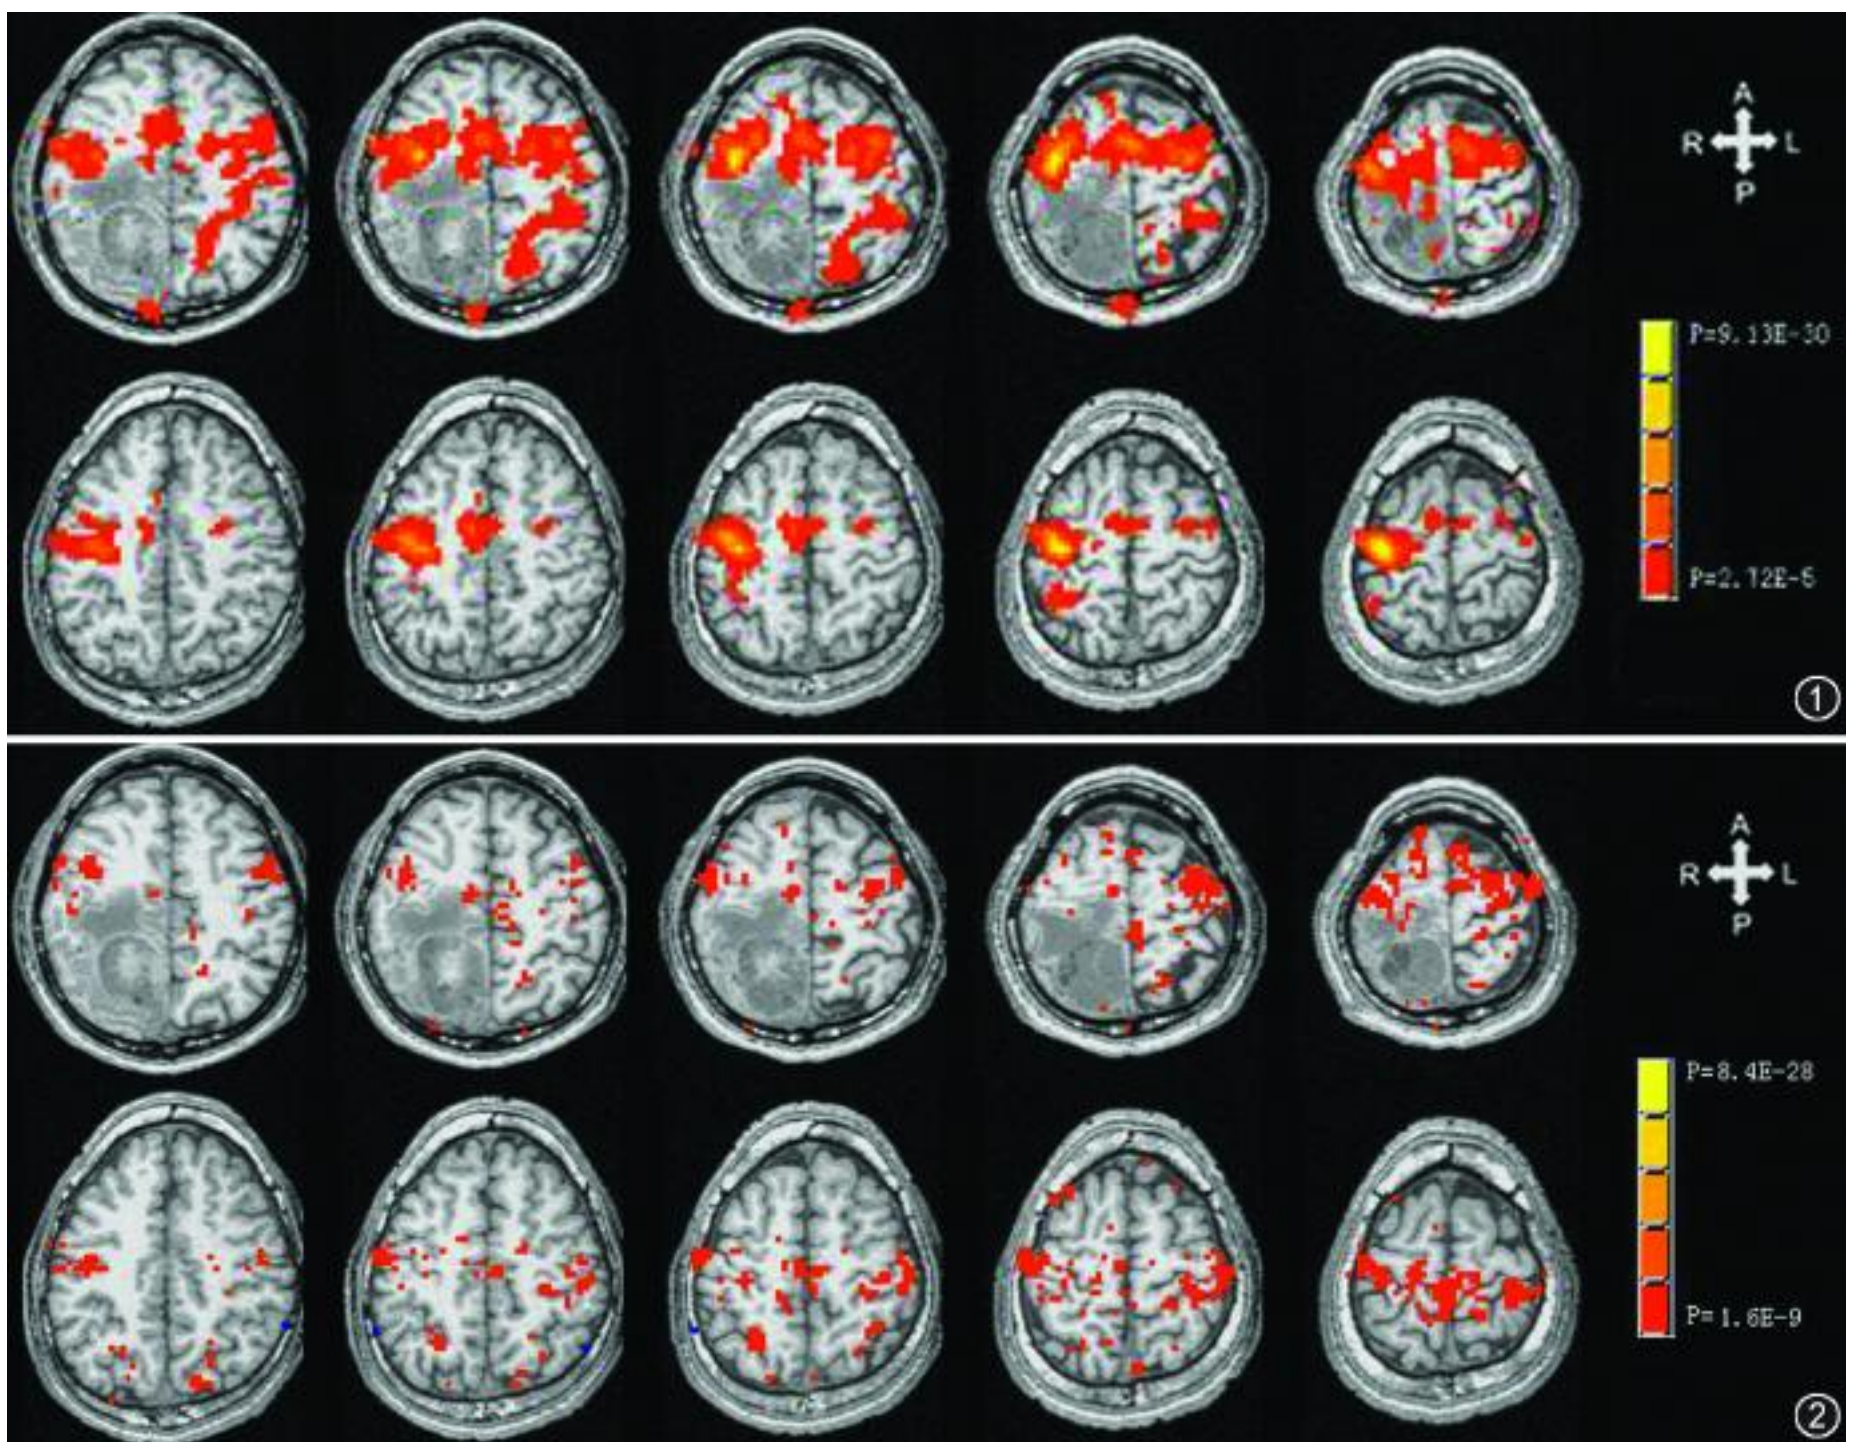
右侧肺癌脑转移患者与正常受试者左手对指运动轴面功能 MRI (fMRI) 激活图。第 1 行显示肿瘤患者左手对指运动时,除右侧主运动 (M1) 区激活外,还出现了运动功能重组:包括左侧半球 M1 激活以及双侧次级运动区激活范围增大(与图 1 第 2 行比较)。第 2 行显示正常受试者右侧 M1 区、双侧辅助运动 (SMA) 区、双侧运动前区 (PMC) 激活,右侧顶小叶后部 (PPC) 可见小片激活区。图 2 与图 1 同一患者,基于肿瘤侧 M1 区体素生成的低频震荡功能性连接 MRI (fcMRI) (第 1 行) 与正常受试者基于右侧 M1 区体素生成的 fcMRI (第 2 行) 比较。第 1 行显示右侧 (肿瘤侧) M1 区与双侧大脑半球内参与手对指运动的皮层区 (包括双侧 M1、PMC、SMA 及左侧 PPC 区) 广泛联络。右侧半球内功能联络的区域不包括肿瘤与水肿所占据的脑区;第 2 行显示与正常受试者右侧 M1 区功能连接的脑区 (双侧 M1、双侧 SMA、双侧 PMC、双侧 PPC);与正常人比较,与肿瘤患者受累侧 (右侧) M1 区功能连接的脑区范围,存在扩大的趋势,这种趋势在非受累侧 (左侧) 半球内最为明显 (图 2 第 1 行左侧大脑半球与图 2 第 2 行左侧大脑半球比较)。与肿瘤侧 (右侧) M1 区功能连接的脑区范围与受累手 (左) 运动时同层面 fMRI 显示的运动功能重组区的范围基本一致 (图 2 第 1 行与图 1 第 1 行比较)。
